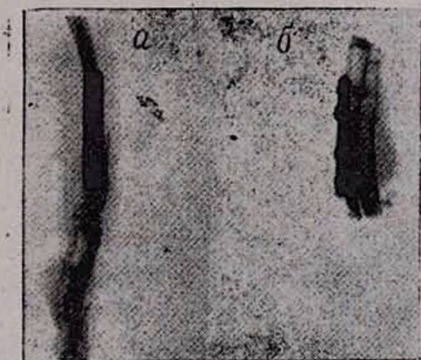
Рентгенограммы, произведенные после остеотомии с фиксацией отломков металлическими пластинками. а—непосредственно после операции, б—через 3 месяца.
